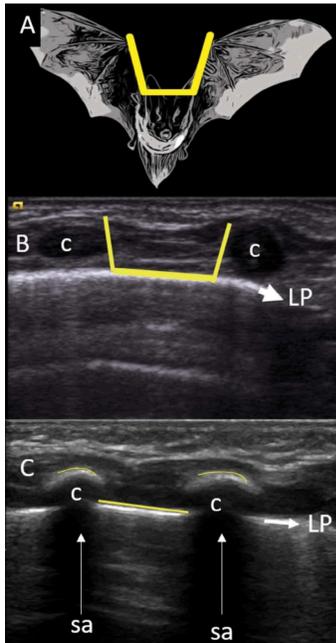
“Signo del Murciélago” (amarillo) en el que las alas representarían el borde de las costillas y el cuerpo la línea pleural. B Corte anterior del tórax neonatal donde se observa la continuidad de la línea pleural (LP), sin sombra acústica y superpuesto el “signo del murciélago”. C Corte posterior donde si se forma sombra acústica (sa) y se identifica con mayor claridad el “Signo del Murciélago”. Adaptado de: Lichtenstein DA, Mauriat P. Lung Ultrasound in the Critically Ill Neonate. *Curr Pediatr Rev.* 2012;8(3):217-223. doi:10.2174/157339612802139389. PAC® Neonatología 5
